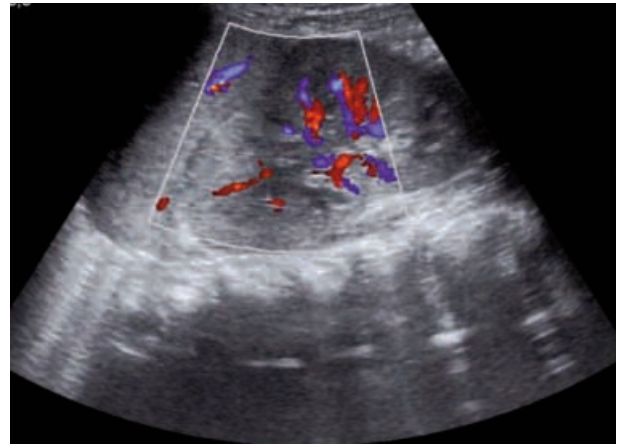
Hipoperfusión del polo superior del riñón izquierdo con Doppler color, el resto del riñón se encuentra bien vascularizado.
